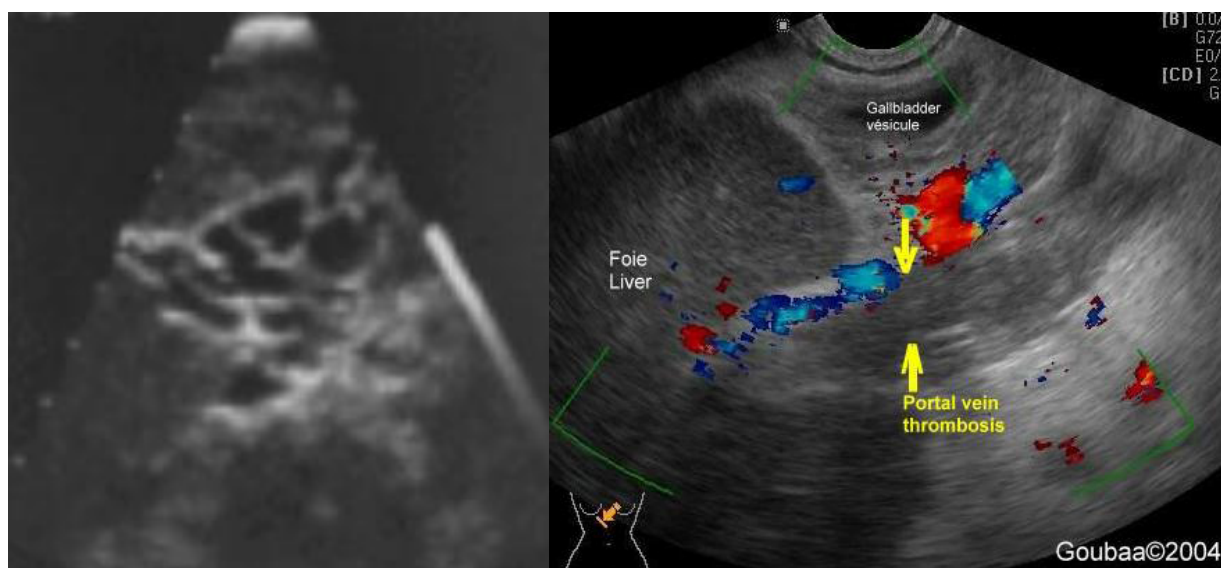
à gauche, une échographie simple montrant une image de multiples structures anéchogènes situées dans le hile hépatique correspondant un cavernome portal (obs. n°3). A droite, un Doppler a visualisé une thrombose de la veine porte avec circulation péri-portale et péri-vésiculaire hépatopète [76].
